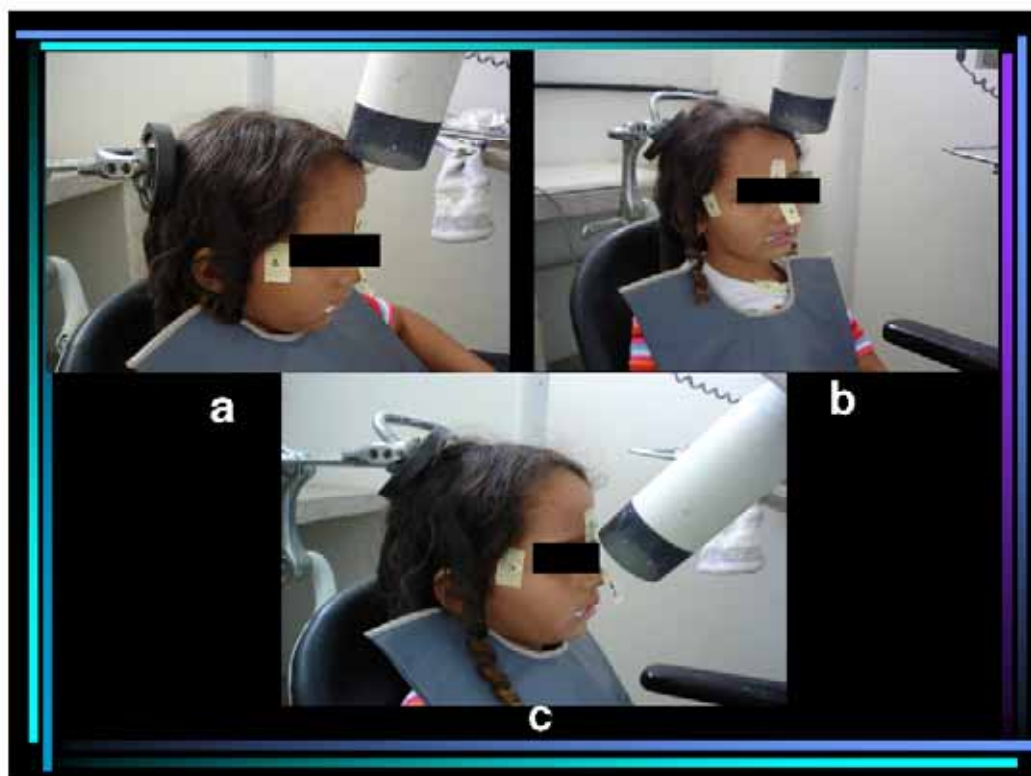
Imagens do posicionamento do tubo localizador em uma radiografia oclusal de uma paciente de 4 anos
